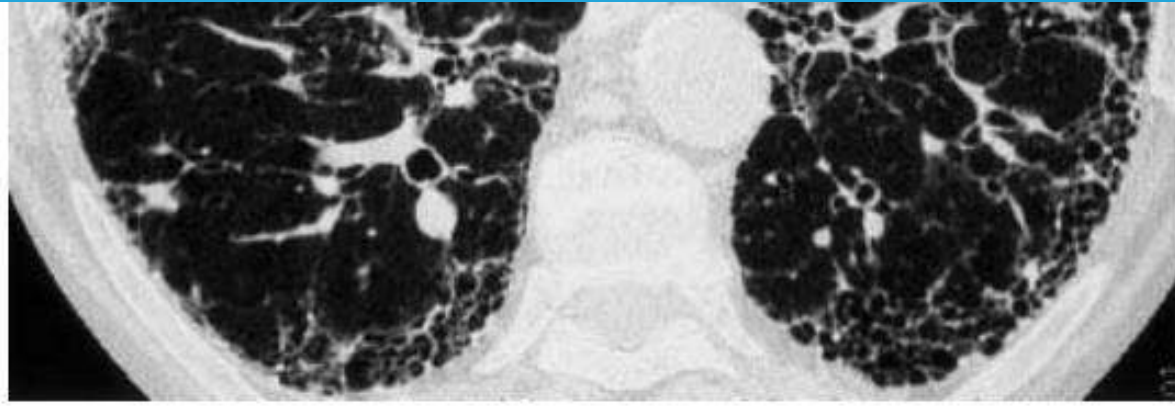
Transverse thin-section CT scan of the lungs from a 75-year-old woman with PSS and ILF shows bilateral and subpleural honeycombing with architectural distortion with a lower lobe distribution. This pattern is characteristic for usual interstitial pneumonia (UIP).
